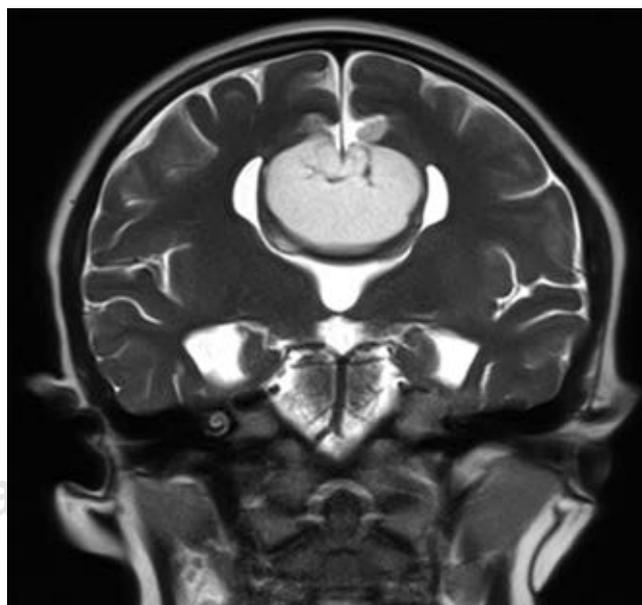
Corte coronal de resonancia magnética ponderado en T2, observándose signo radiológico de “cabeza de alce” a nivel ventricular, signo clásico de disgenesia de cuerpo calloso, además se identifica masa hiperintensa en topografía pericallosa.
